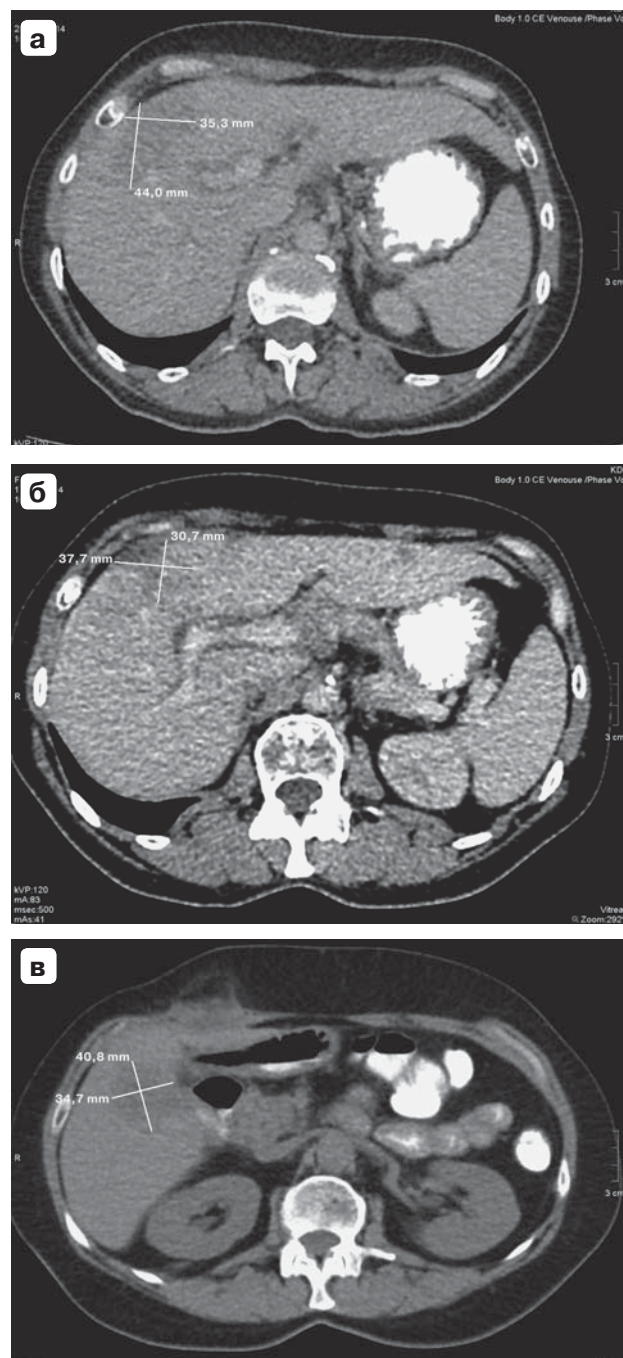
Компьютерные томограммы. Зона воздействия в V сегменте печени: а – через 10 сут; б – через 2 мес; в – через 4 мес.
